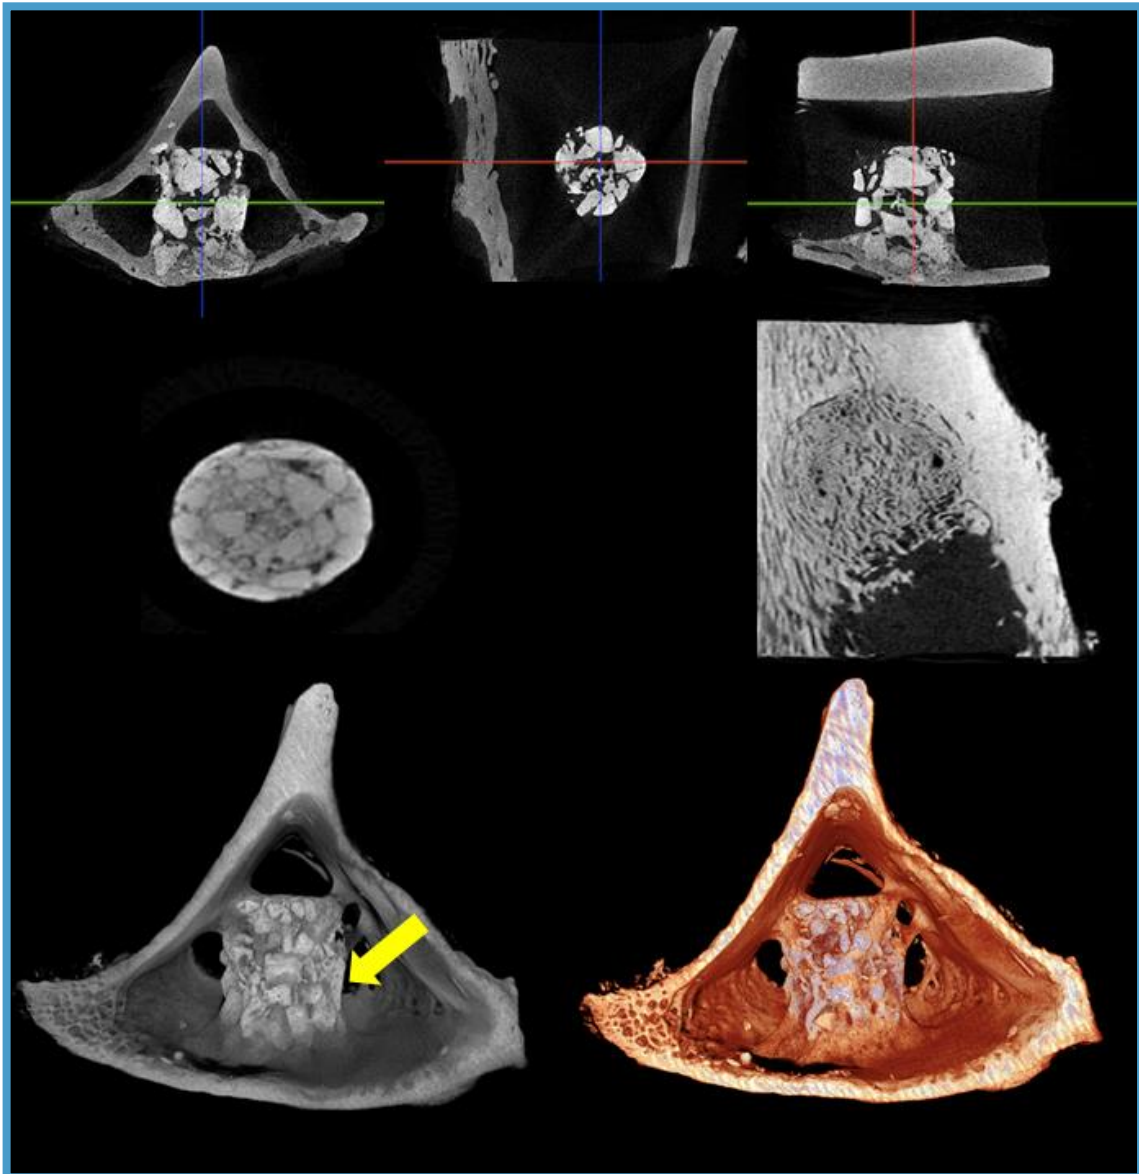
Estudio del implante (flecha) en el defecto óseo artificial producido en tibias, para la determinación de superficies y volúmenes mediante la técnica de micro-TC.
